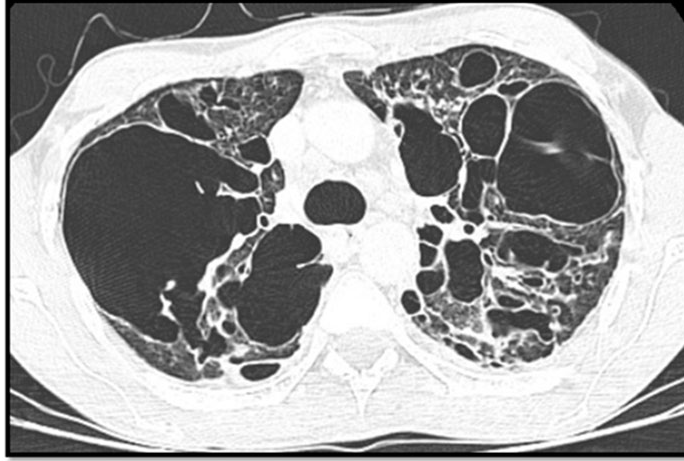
Caso 7: SM, 26 años. Situación de calle. Policonsumo. Tos, expectoración y sudoración profusa nocturna de 2 meses de evolución. Desnutrición proteicoenergética severa, IMC 17. Inicio de tratamiento multidisciplinario con abordaje nutricional diferencial y drogas antituberculosas vía oral. TC tórax: destrucción parenquimatosa con cavidades bilaterales múltiples voluminosas. Internación prolongada, hepatotoxicidad por drogas antiTB. Lenta mejoría clínica con estricto seguimiento nutricional y social, alta médica posterior.
